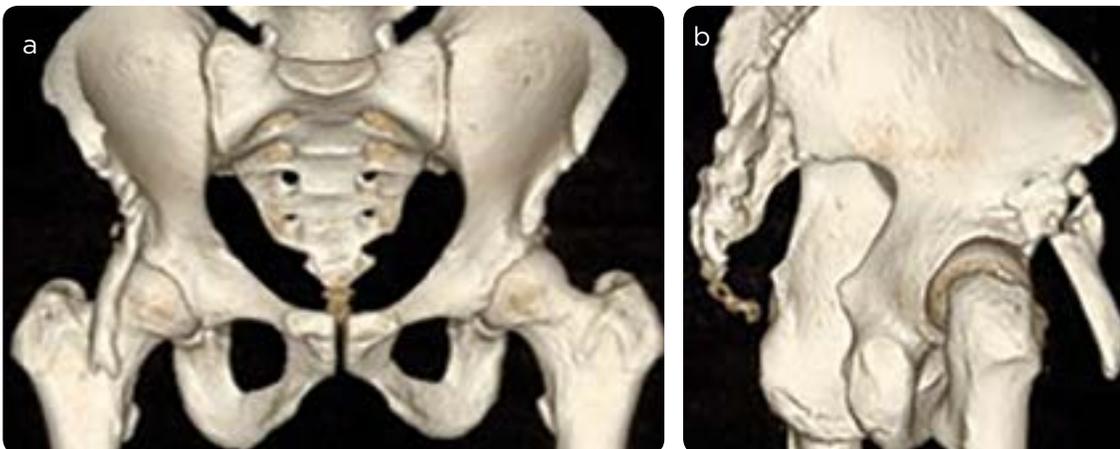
Reconstrucciones tridimensionales de TC de cadera: muestran una pseudoarticulación del dedo pélvico con el techo acetabular derecho.
